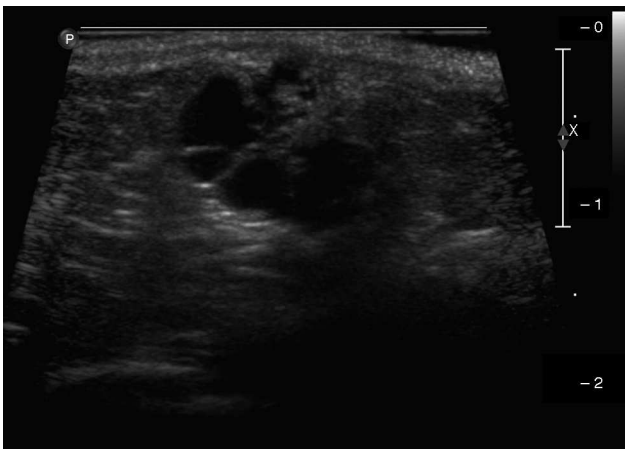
Lesión multiquística con finos tabiques, algunos quistes con contenido ecogénico, la cual en conjunto midió 1,3 x 1,0 cm en sus ejes mayores. No presentaba calcificaciones ni flujo vascular con el estudio Doppler color.
